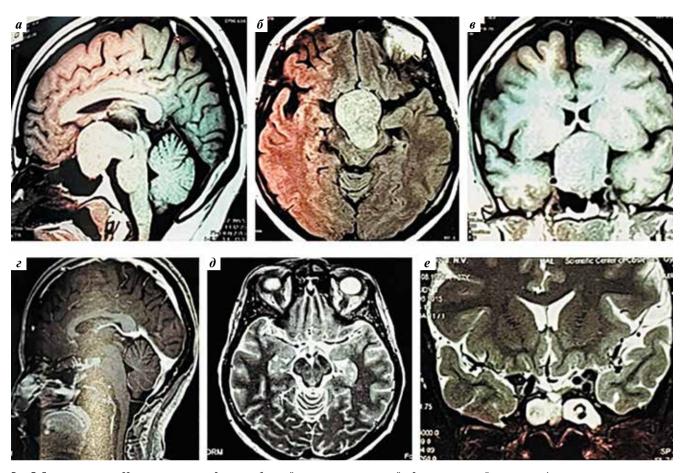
Данные пациентки 33 лет с клиническим диагнозом большой гормонально неактивной эндо-супраселлярной опухоли гипофиза с наличием «вторичного» узла в межножковой цистерне [5]. Эндоскопическое эндоназальное удаление опухоли: а–в – магнитно-резонансная томография до операции: сагиттальная (а), аксиальная (б), фронтальная (в) проекции; г–е – магнитно-резонансная томография через 28 мес после операции, сагиттальная (г), аксиальная (д), фронтальная (е) проекции. Опухоль удалена тотально [5]
